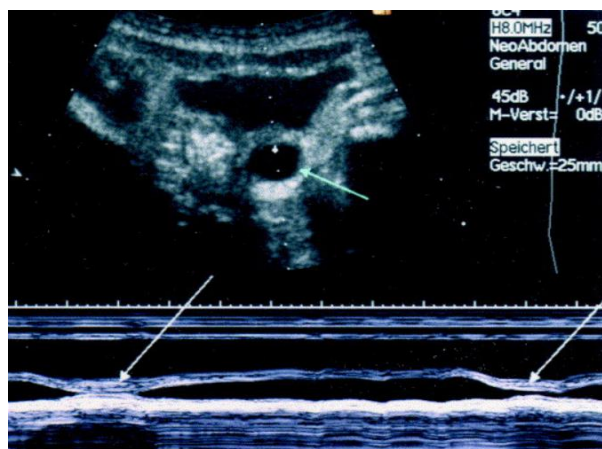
Coupe transversale échographique en regard de la vessie, avec présence d'un MU (petite flèche), et évaluation du péristaltisme de l'uretère en mode M (grande flèche) d'après [94]
